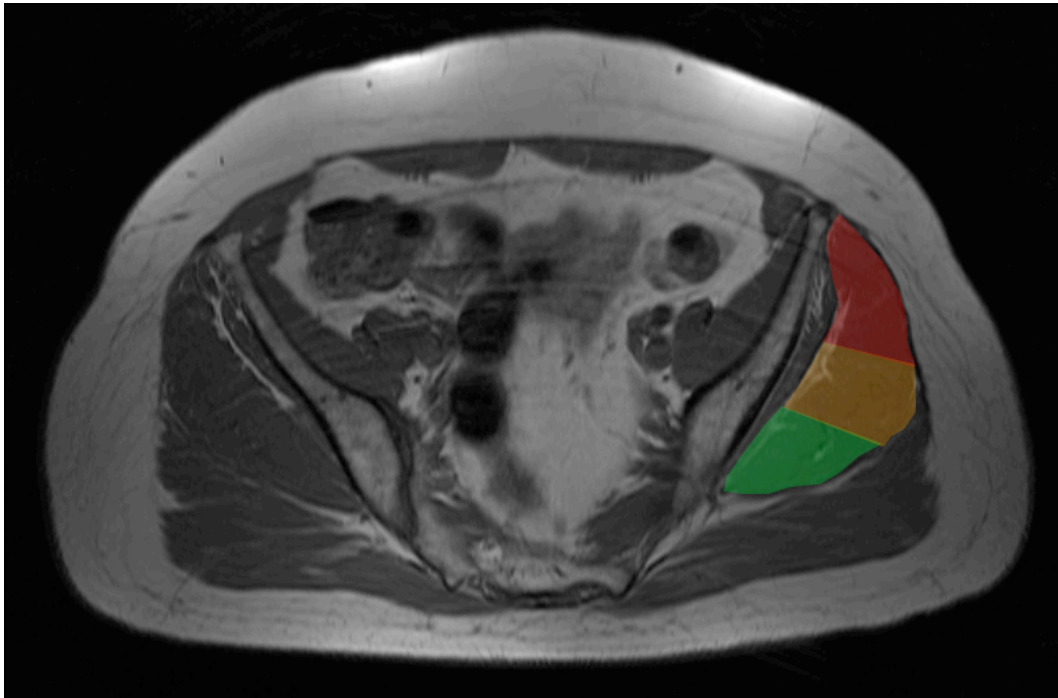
Segmentierung des Musculus gluteus medius zur Graustufenanalyse. Axiale, T1-gewichtete MRT Aufnahme. Unterteilung des linken GM in ein anteriores (rot), zentrales (gelb) und posteriores (grün) Drittel.
